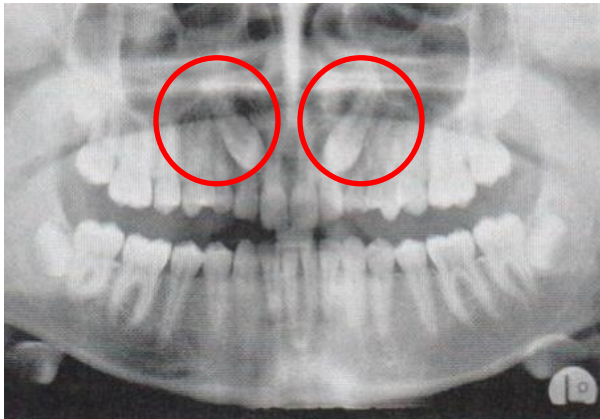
Radiografía panorámica del mismo caso: inclusiones de los dientes 23 y 13. No se predicen sus posiciones vestibulares o palatinas.
